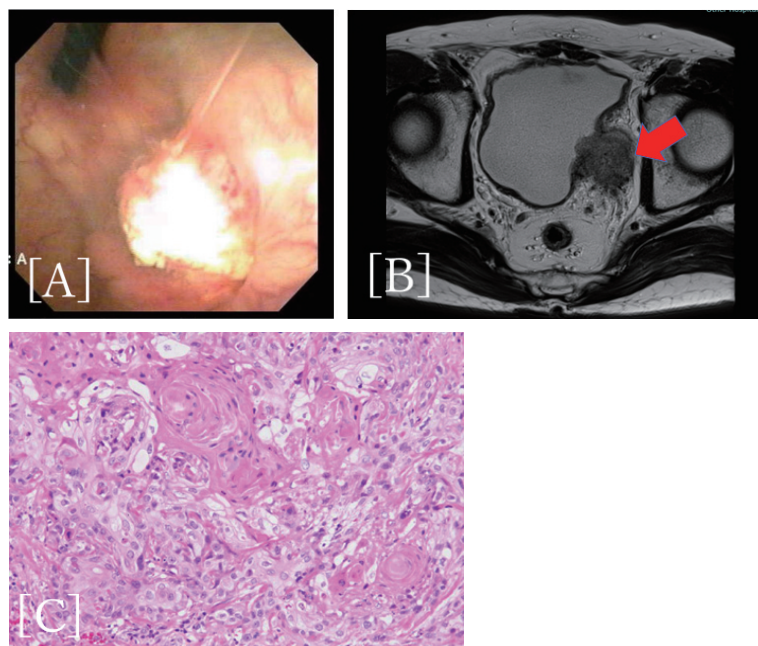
Cystoscopy (A) A nodular bladder tumor is visible in the left wall diverticulum. MRI (B) The bladder tumor is infiltrating outside the wall. Pathology (C) Invasive UC with squamous differentiation.
